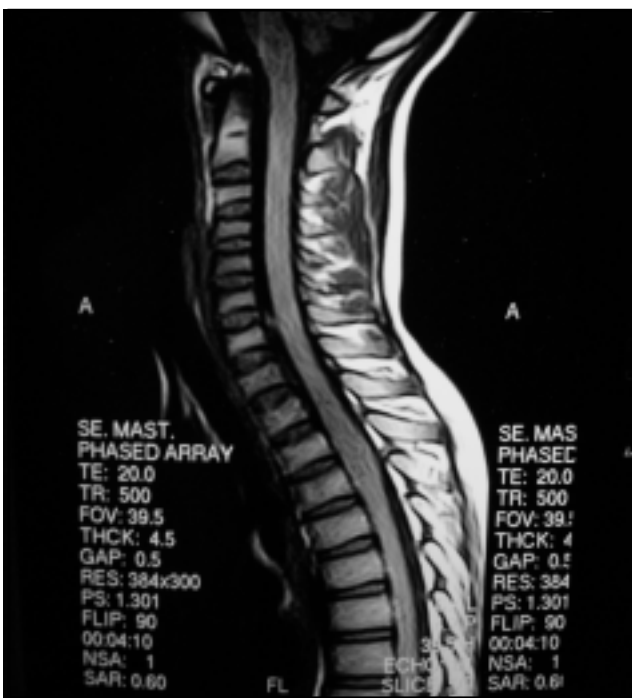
RM: imagen sagital en T1 que muestra leve expansión medular a nivel T3-T4
